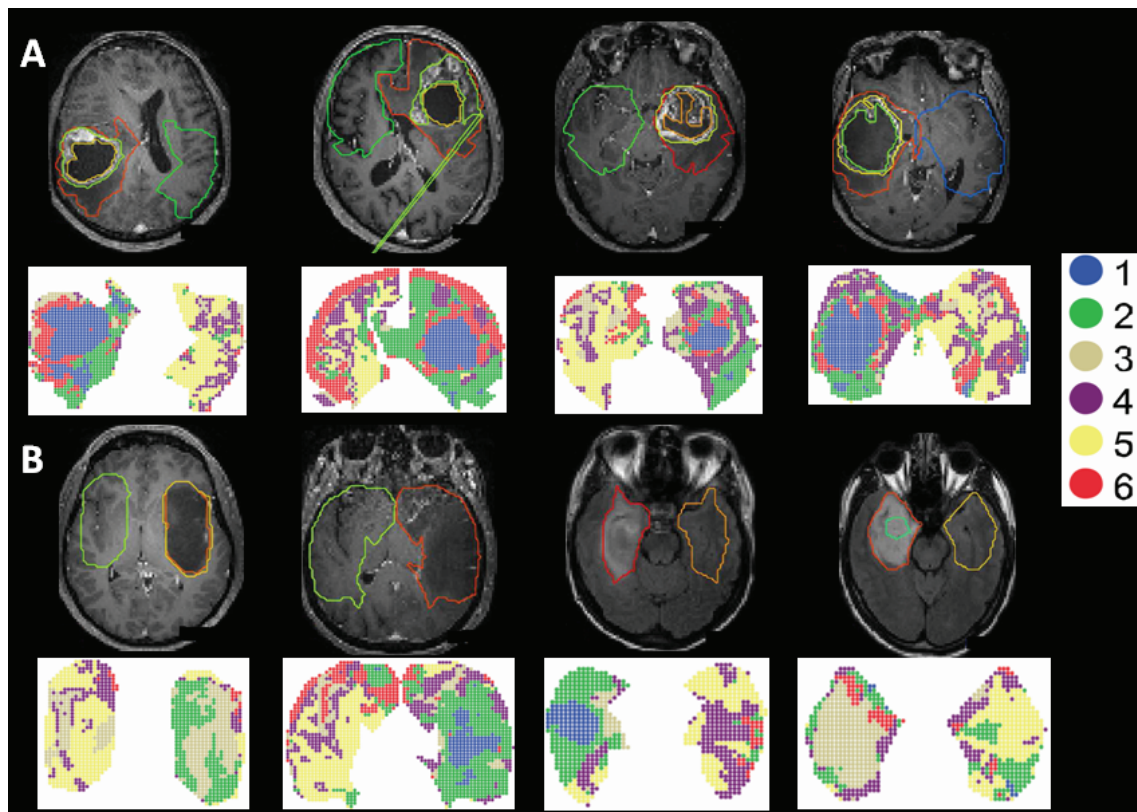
Région d'intérêts représentées sur l'image anatomique (FLAIR ou 3DT1) et distribution des 6 clusters à l'intérieur des deux régions d'intérêts Lésion et Contro. pour huit patients porteurs d'une tumeur de haut grade (n=4) (A) ou de bas grade (n=4) (B).
